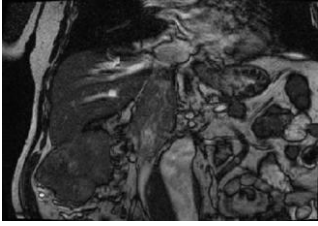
coupe coronale IRM précisant lanature néoplasique du thrombus et son étendue
